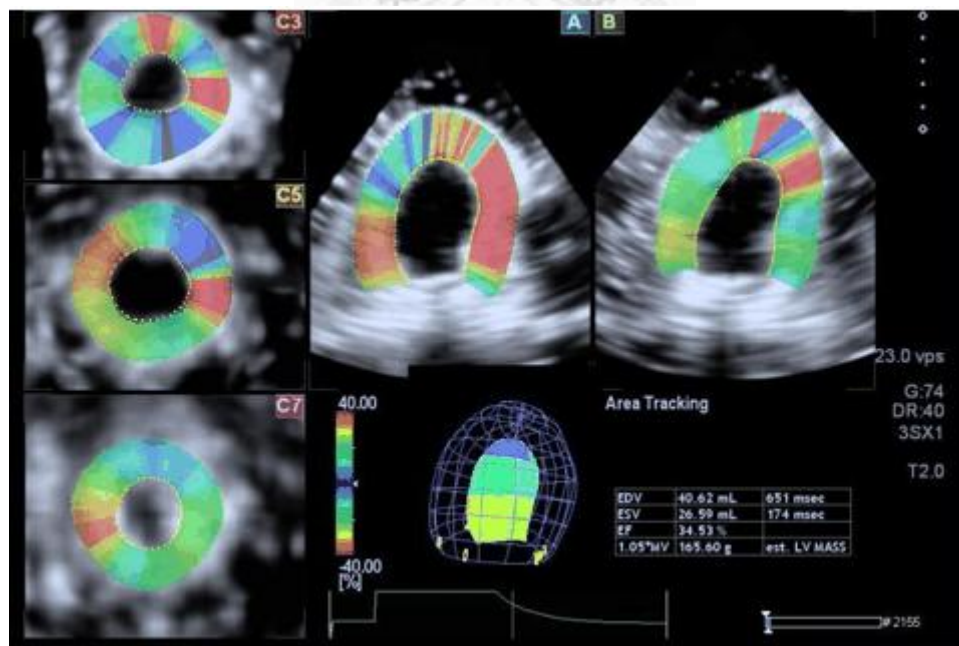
TOSHIBA 三維斑點追蹤法心臟超音波應變影像
